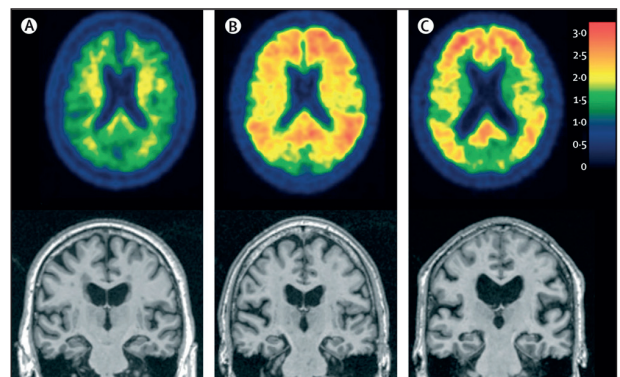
PET-amiloide con PiB in vari stadi di AD: A) soggetto cognitivamente integro che non mostra accumulo di beta-amiloide alla PET con PiB né atrofia alla RM. B) soggetto cognitivamente integro senza evidenza di atrofia alla RM ma con significativa deposizione di A β alla PET. C) paziente con demenza e diagnosi di AD con uno studio PET positivo per amiloide e atrofia alla RM (19).
